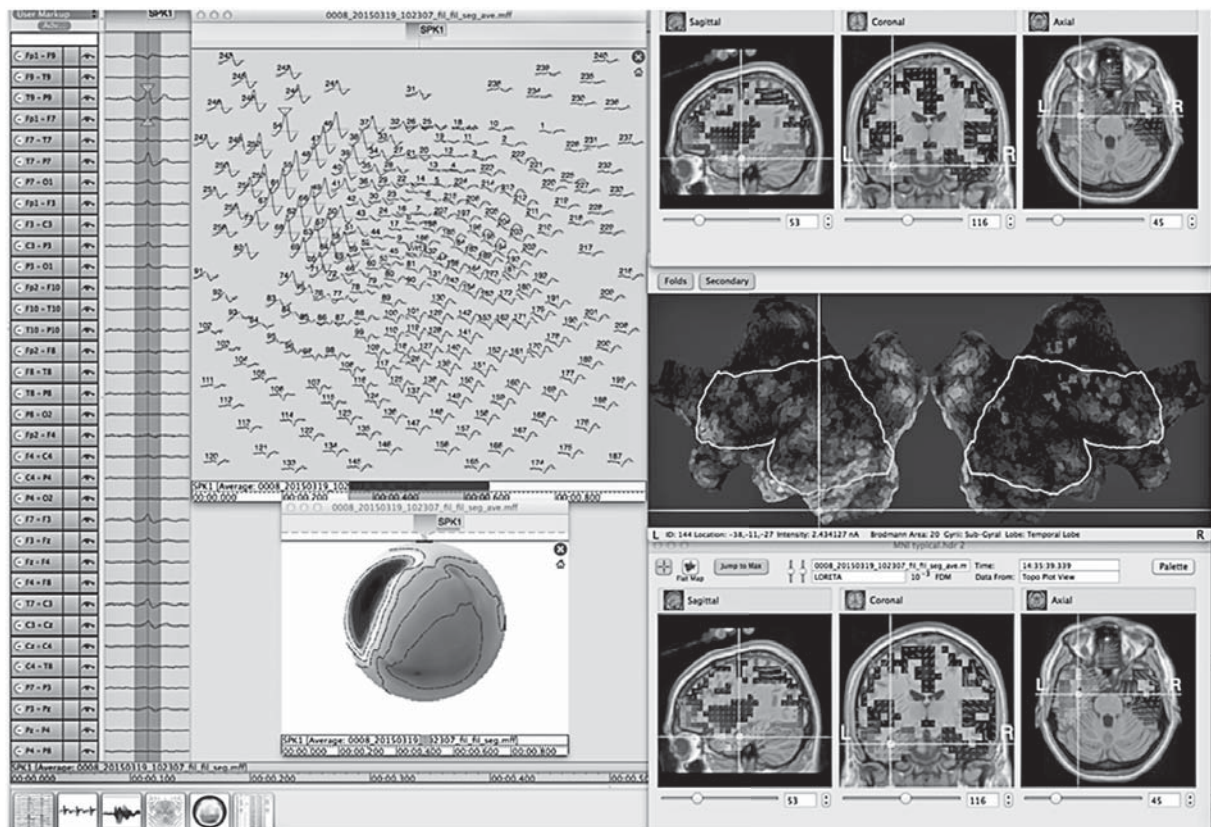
Localizarea sursei electrice folosind LORETA (Low Resolution Electromagnetic Tomography), afișată pe modelul de rezonanță magnetică standard și harta plată (flatmap) corticală.
